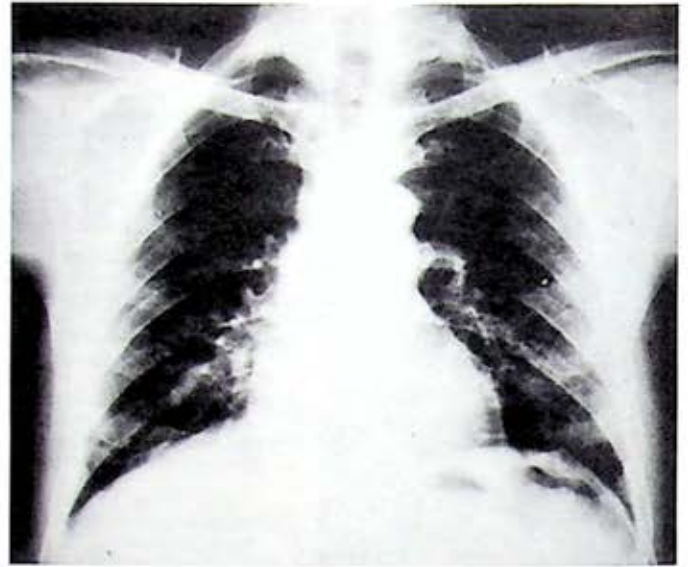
Radiografía de egreso.
